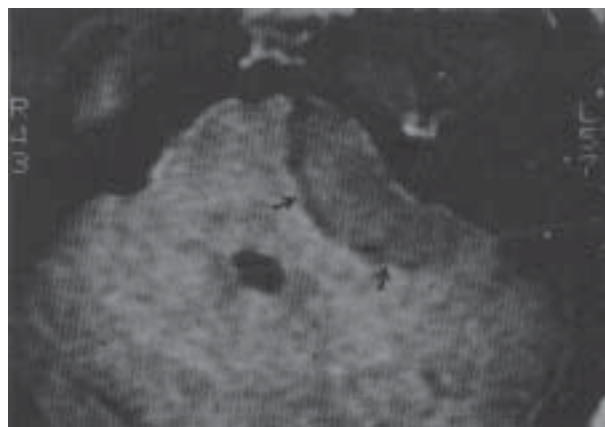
Caso 2. Imagen por resonancia magnética, T₁, corte axial. Las flechas negras delimitan el meningioma que tiene origen medial en el ángulo pontocerebeloso sin compromiso del conducto auditivo interno.
